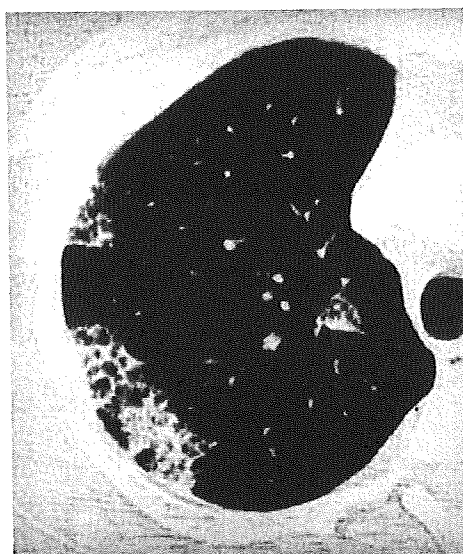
肺胞蛋白症と診断された時の CT 所見。crazy-paving appearance と geographic distribution pattern を呈している。
